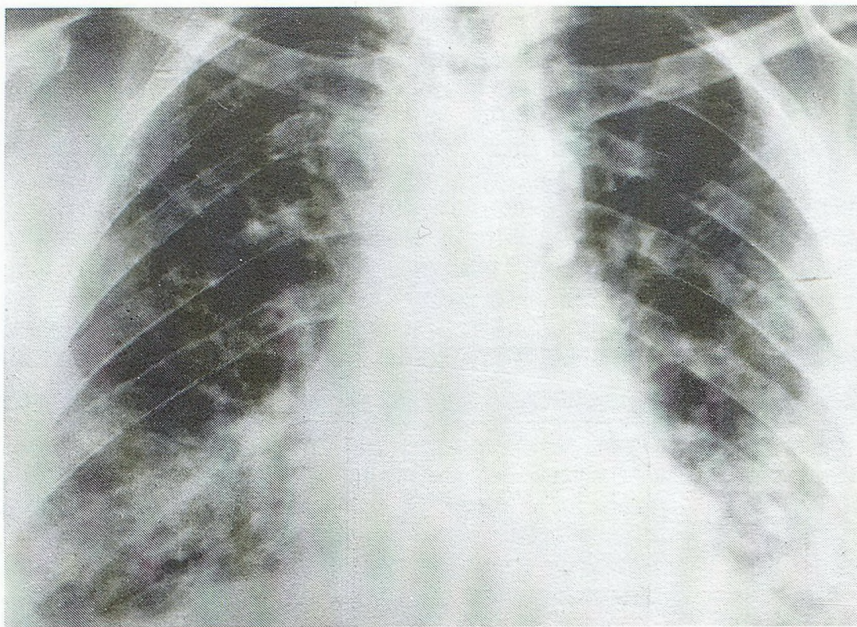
Рентгенограмма больной А.
